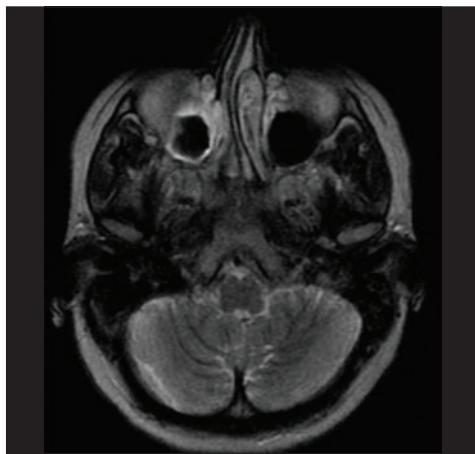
МРТ. Міцетом основної пазухи
